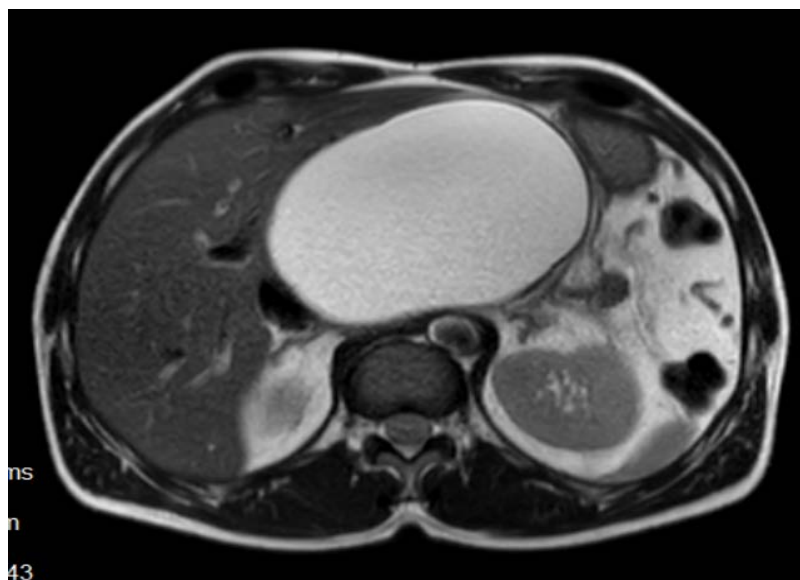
МРТ с диагностированной псевдокистой в головке и теле поджелудочной железы без секвестров в её полости
